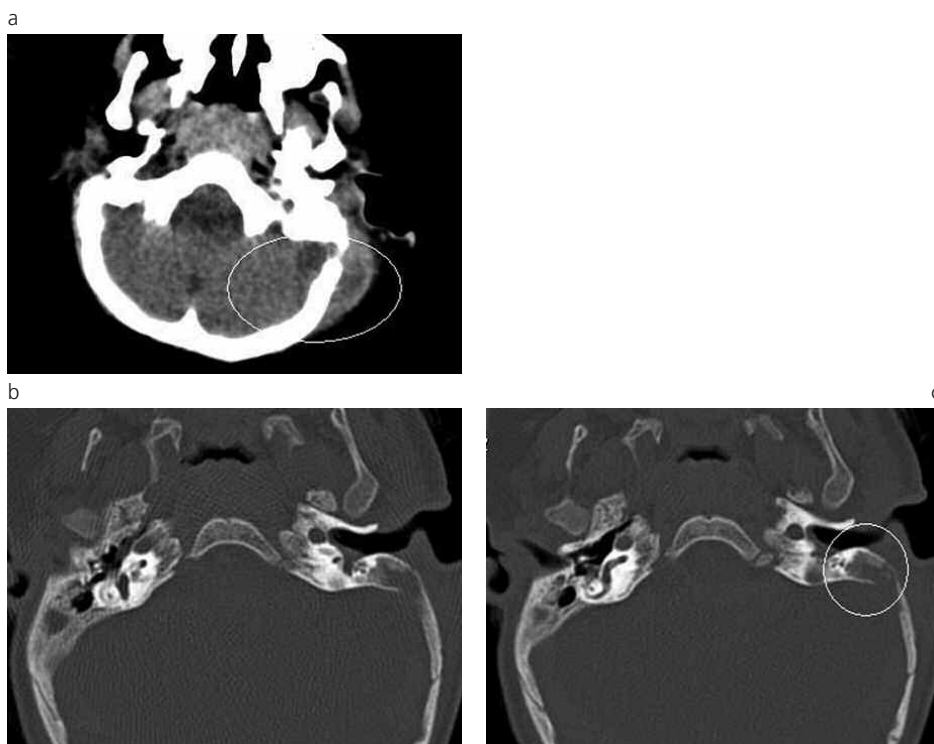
(a) TC de cerebro de un paciente de sexo masculino, de 2 años de edad, que presenta mastoiditis coalescente con destrucción cortical. Obsérvese como complicación el absceso epidural con absceso subperióstico concomitante. (b) (c) TC de peñascos del mismo paciente. Obsérvese la solución de continuidad de la cortical interna.
